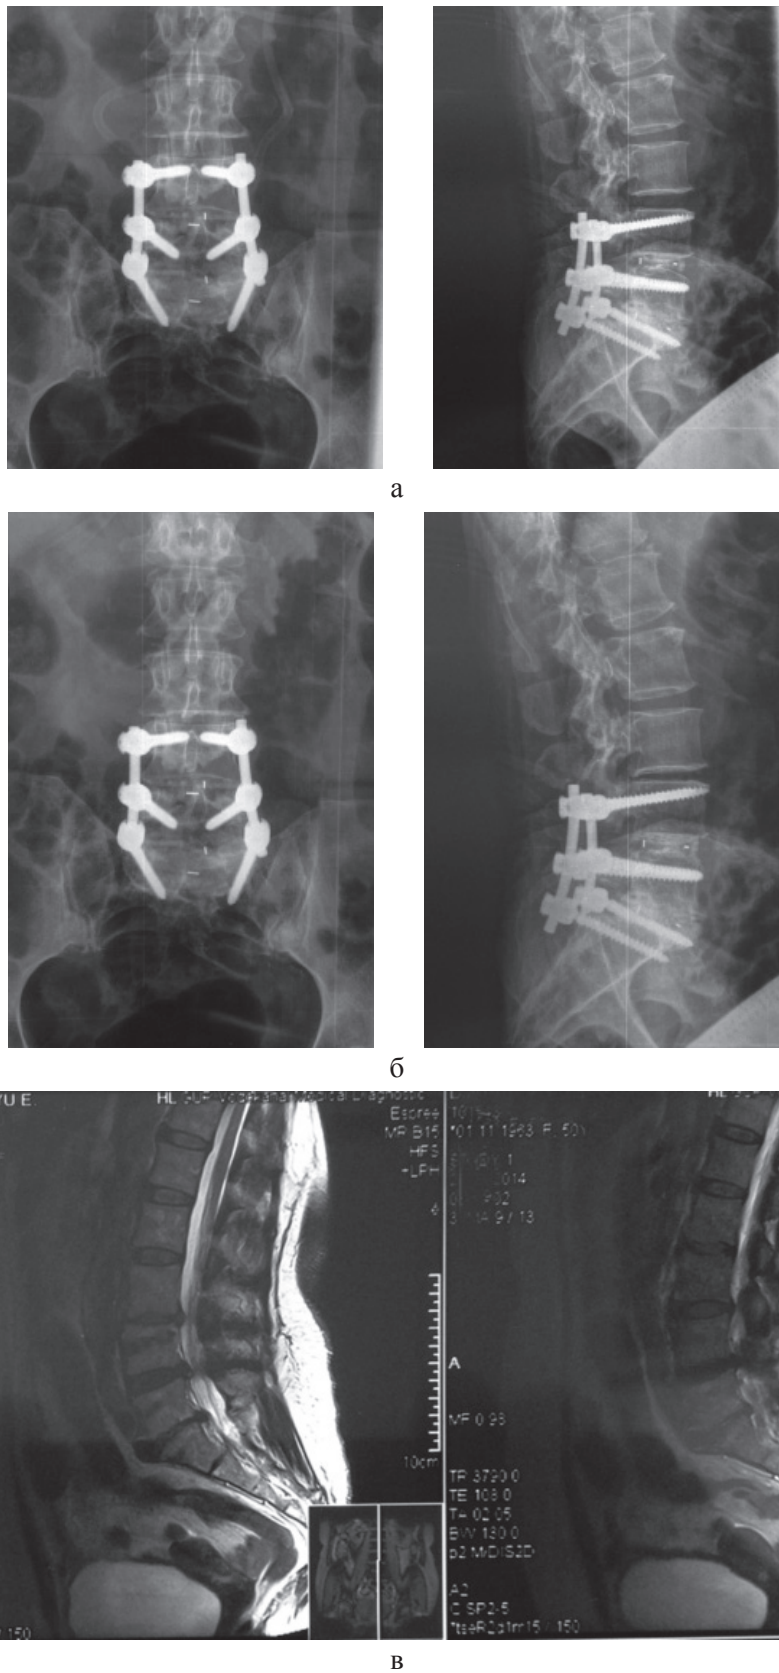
Пациент Д., ж, 50 лет: 1 год после операции. TLIF L4-S1, предоперационные изменения смежного межпозвонкового диска L3-4 (Pfirrmann 8 стадия), нестабильность L3-4: а – рентген поясничного отдела в двух проекциях после операции; б – рентген поясничного отдела в двух проекциях, 1 год после операции; в – МРТ поясничного отдела, T2 режим, 1 год после операции
